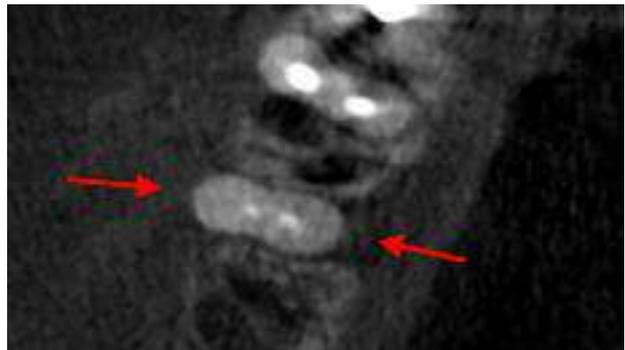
(b) : Coupe axiale du CBCT montrant une perte osseuse en « miroir » en lingual et en vestibulaire au niveau cervical (flèches rouges).
